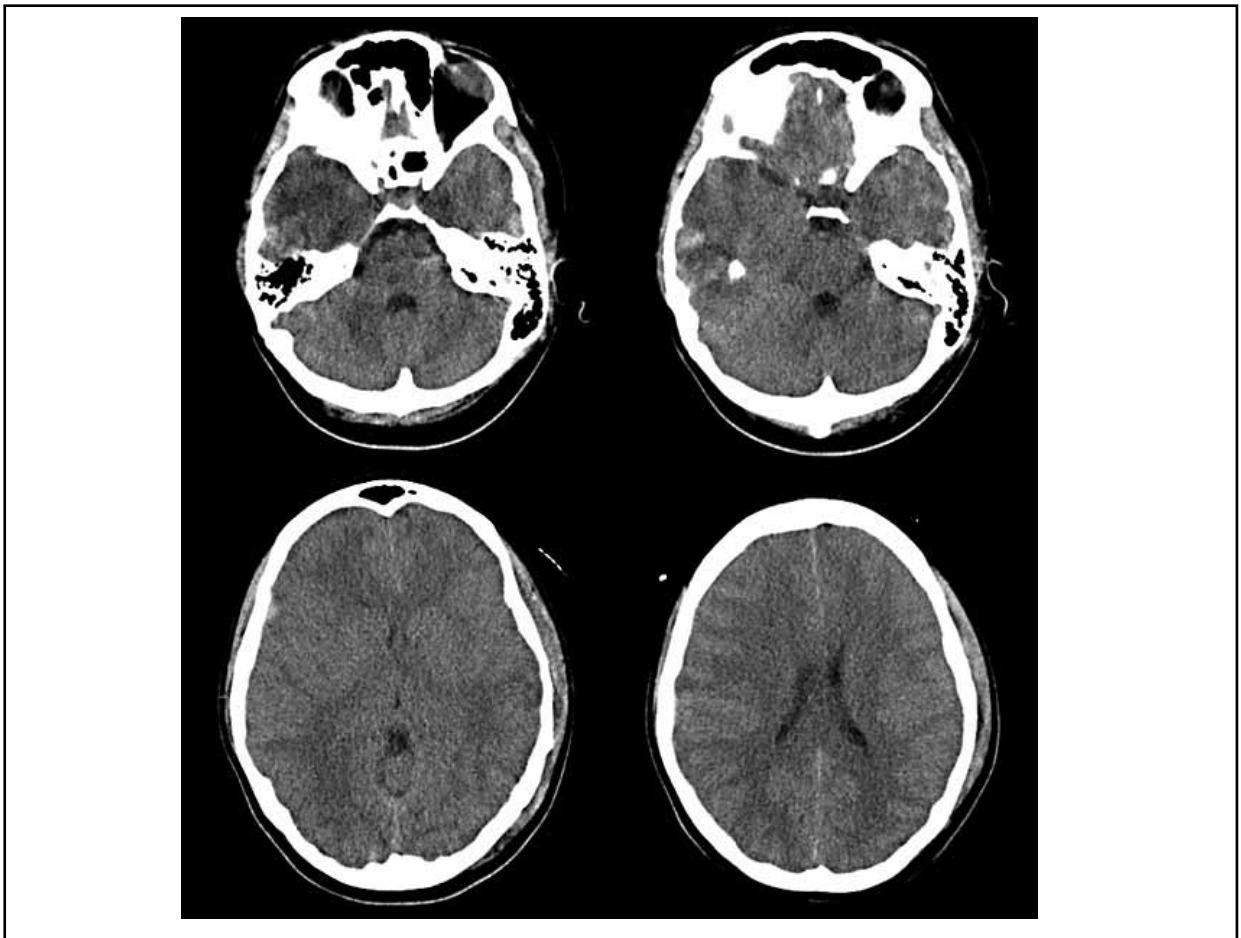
Tomografía axial de cráneo al ingreso hospitalario.
